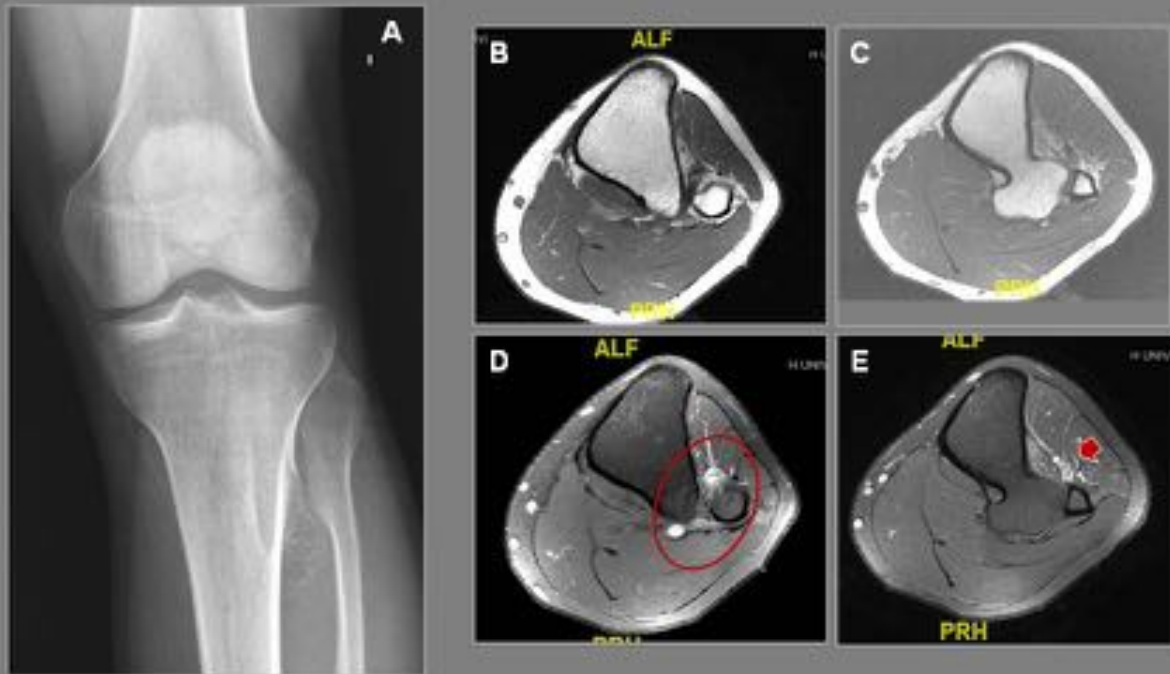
Osteocondroma pediculado dependiente de la metáfisis proximal de la tibia con crecimiento posterior y lateral (A). En RM se demuestra claramente la continuidad corticomedular (B, C). En secuencia T1 con saturación grasa + Gd (D, E), se aprecia la compresión del osteocondroma sobre el paquete vasculonervioso del tibial anterior
